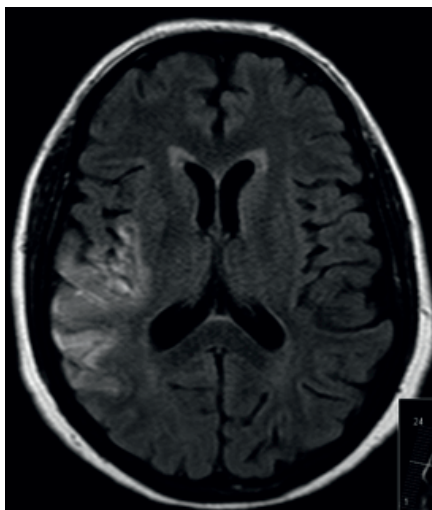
RM-CE : Enfarte crónico da ACM direita
